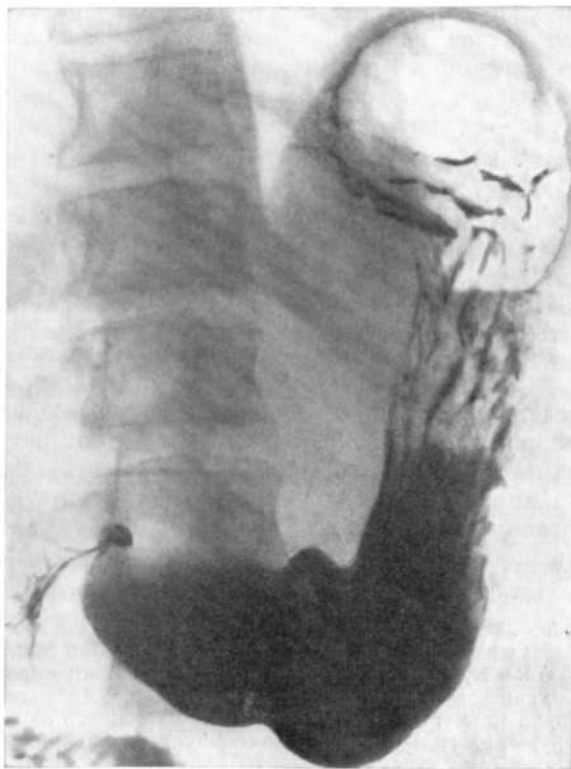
Рентгенограмма желудка и двенадцатиперстной кишки. Сужение двенадцатиперстной кишки при туберкулезном мезадените.
